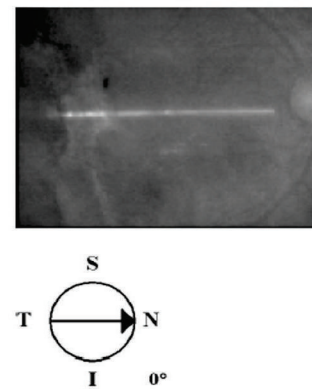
Tomografia de coerência óptica (OCT) do olho direito, mostrando o desarranjo do epitélio pigmentar da retina próximo a mácula
